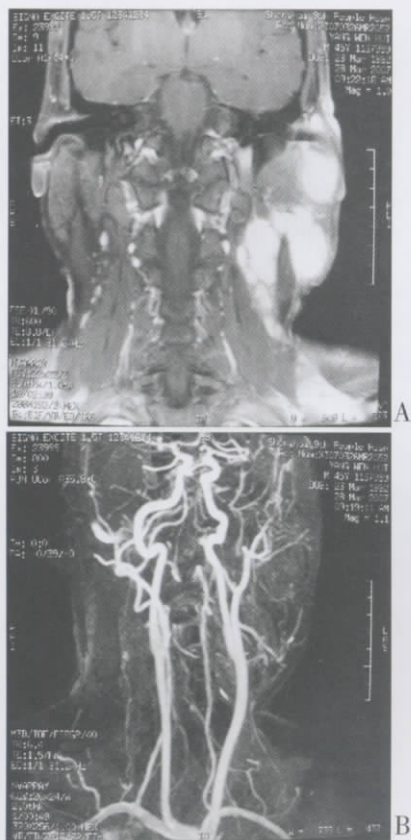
患者术前 MRI 和 MRA。A. 术前 MRI 图像,B. 术前 MRA 图像
